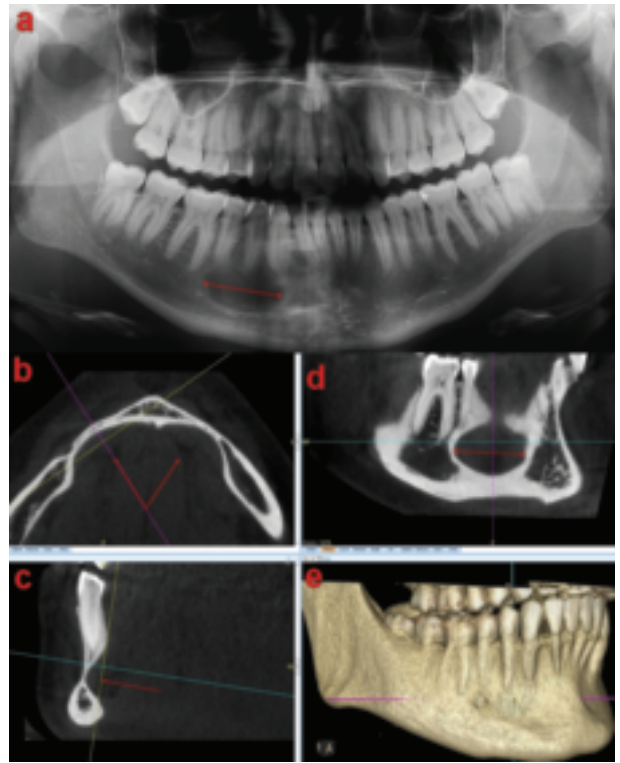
a Asymptomatique. Image de kyste ou d'atteinte endoparodontale en 44 b-e. Rétrécissement lingual objective au cone beam, expliquant l'image de pseudokyste.
